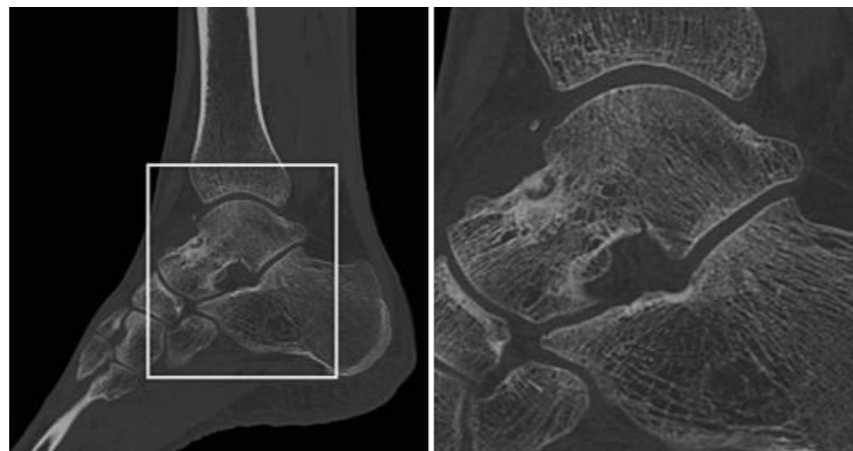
Klinisches Beispiel der neuen UHR-CT-Hochkontrastauflösung. Deutlich sichtbar ist die verbesserte Darstellung der trabekulären Strukturen des Sprunggelenkes. (RadboudUMC, Nijmegen, Niederlande)
